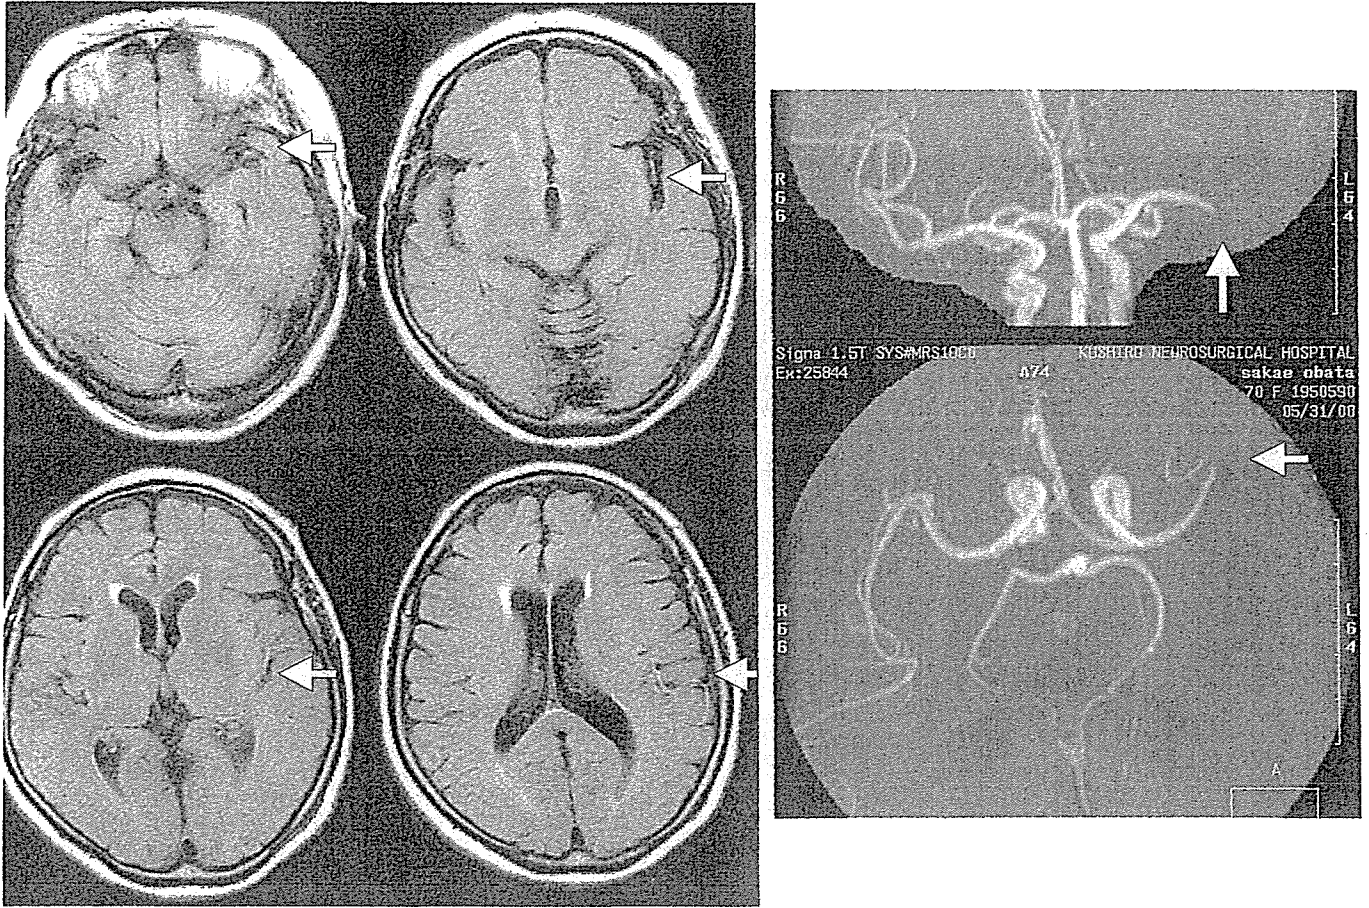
Intra-arterial signal (FLAIR)
